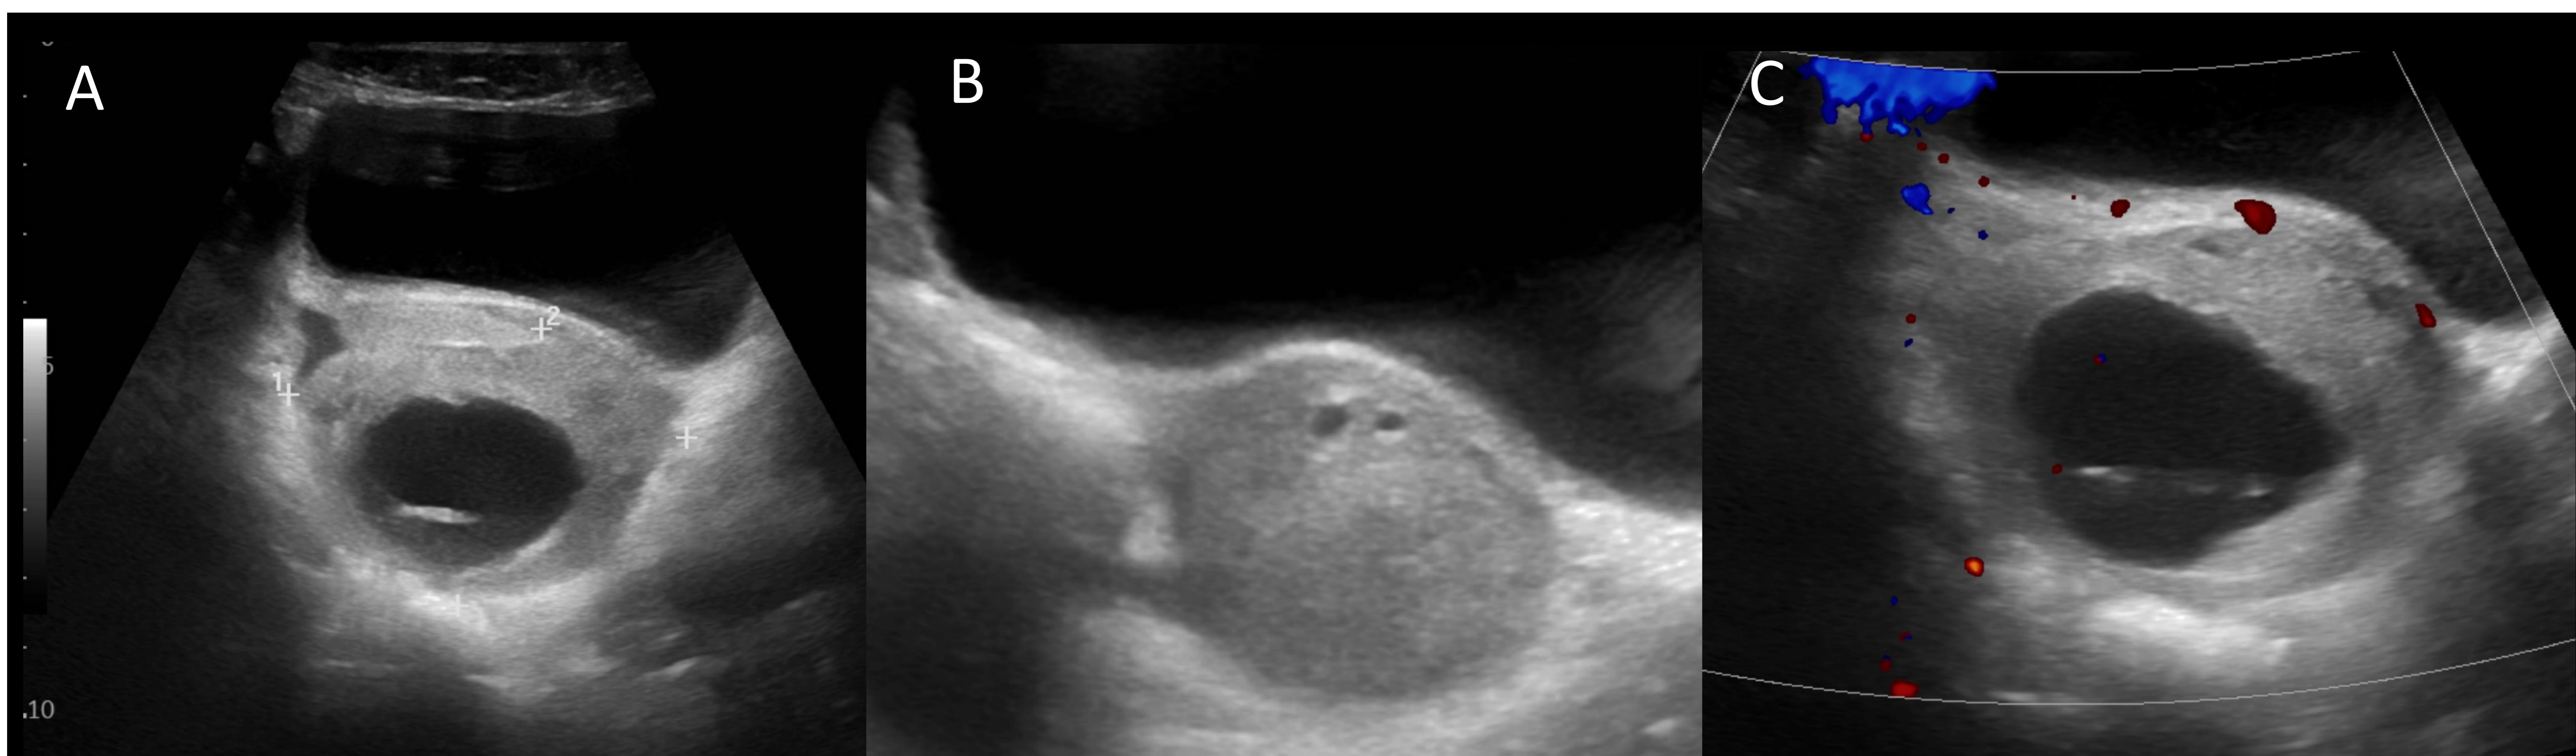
Torsión de ovario. Paciente de 8 años con dolor abdominal de 4 días de evolución con defensa abdominal generalizada y Blumberg positivo. A) La ecografía abdominal muestra un ovario situado detrás de la vejiga, aumentado de tamaño e hiperecogénico con presencia de una lesión quística en el parénquima y pequeña cantidad de líquido libre adyacente. B) Presenta pequeños folículos dispuestos en la periferia (signo del collar de perlas). C) Ausencia de señal de flujo arterial o venoso en el Doppler color.
